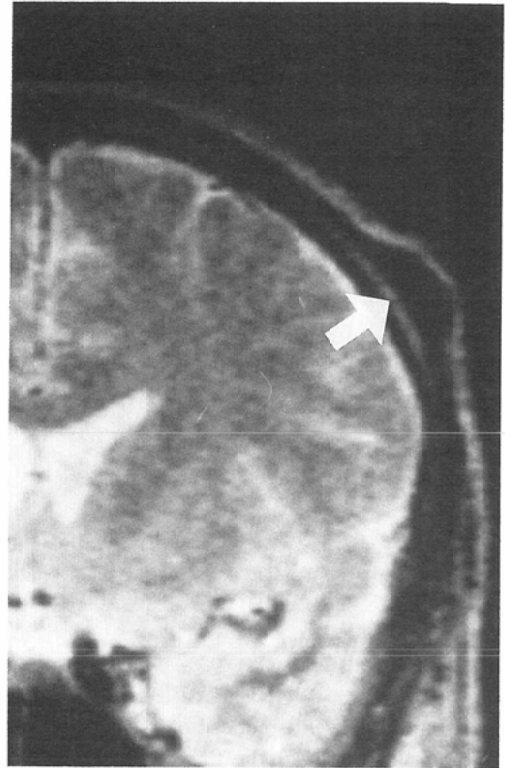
Osteoma 51-year-old female. T2-weighted image (SE 2,000/100) shows a very low intensity tumor. Intensity of the tumor is almost the same as that of the outer layer of the skull (arrow).
